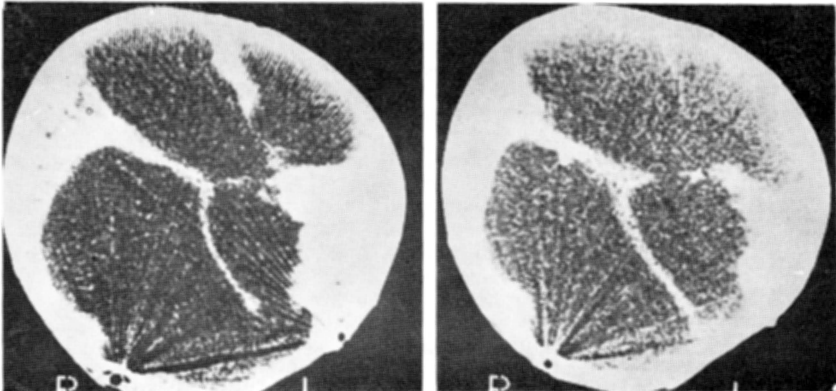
Caso 2. Tomografia computadorizada: presença de múltiplas cavidades contendo septos semelhantes aos do caso 1.
